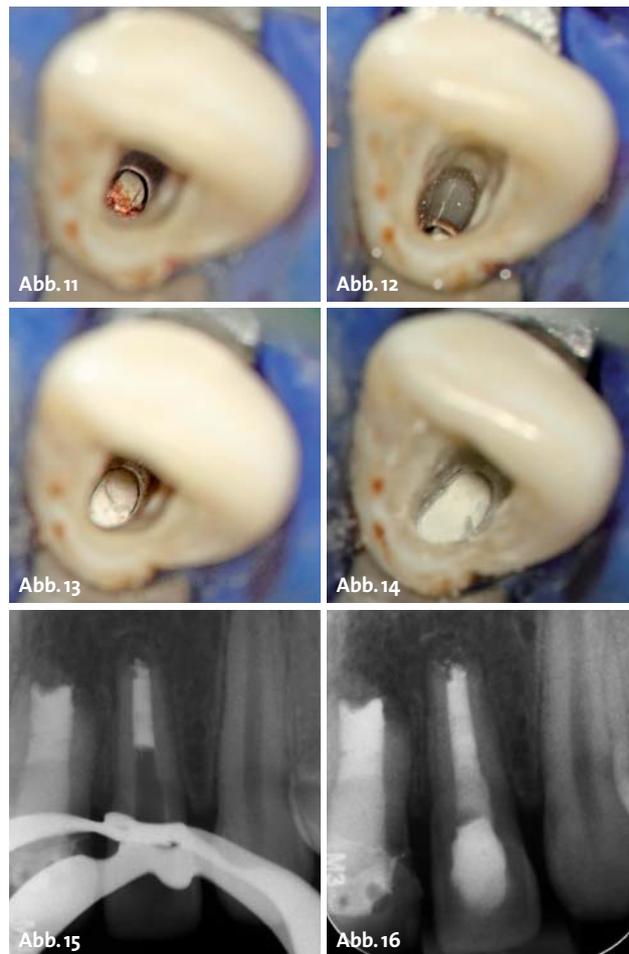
Transapikale Zementreste. – Abb. 12: Senkrechte Struktur. – Abb. 13: Kollagenmatrix. – Abb. 14: MTA-Plug. – Abb. 15: Röntgen-MTA-Plug. – Abb. 16: Röntgen der Wurzelfüllung.
